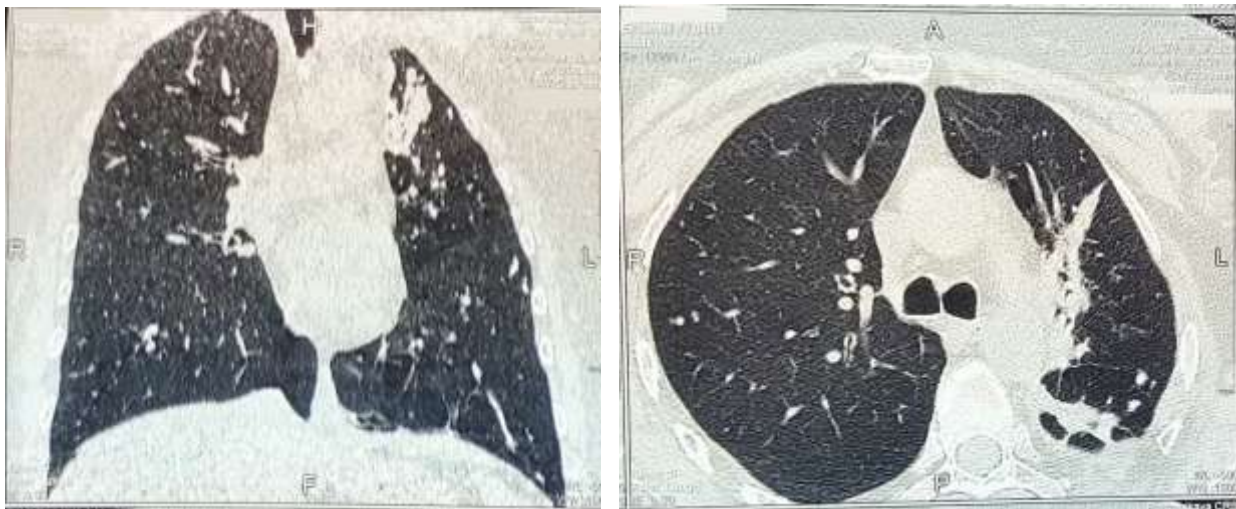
Сканы МСКТ органов грудной клетки пациентки К., 41 года, через три года после четырехреберной верхнезадней торакопластики слева с применением сетчатого имплантата
